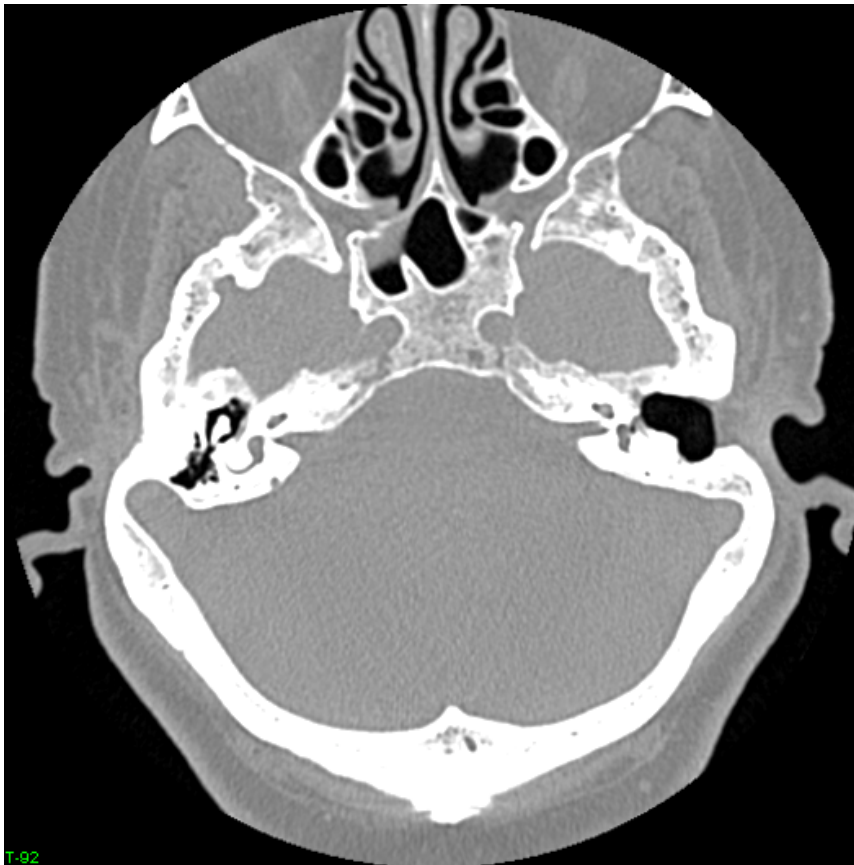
Imagine CT folosită la reconstrucție
